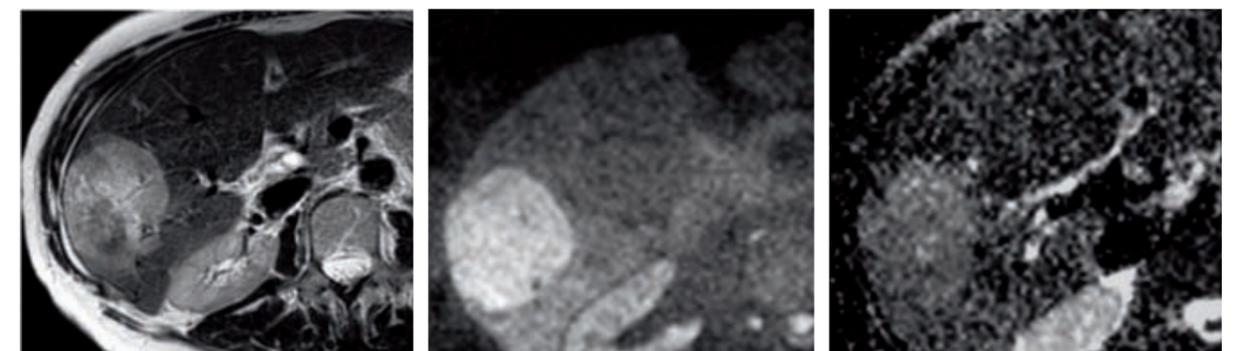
Maligner Lebertumor – T2-FLAIR-Sequenz, B1000-Bild und ADC-Bild (von links nach rechts)
